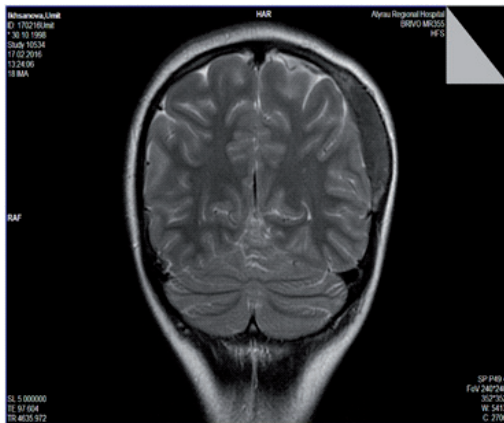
МРТ до операции
